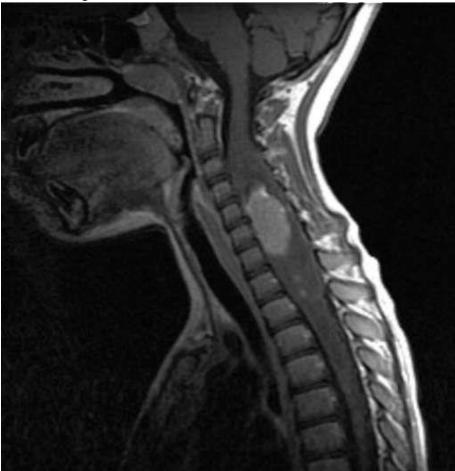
Опухоль спинного мозга: интрамедуллярная опухоль шейного отдела спинного мозга на уровне позвонков C_{IV} - C_{VI} , магнитно-резонансная томография, в режиме T2 FLAIR, боковая проекция
